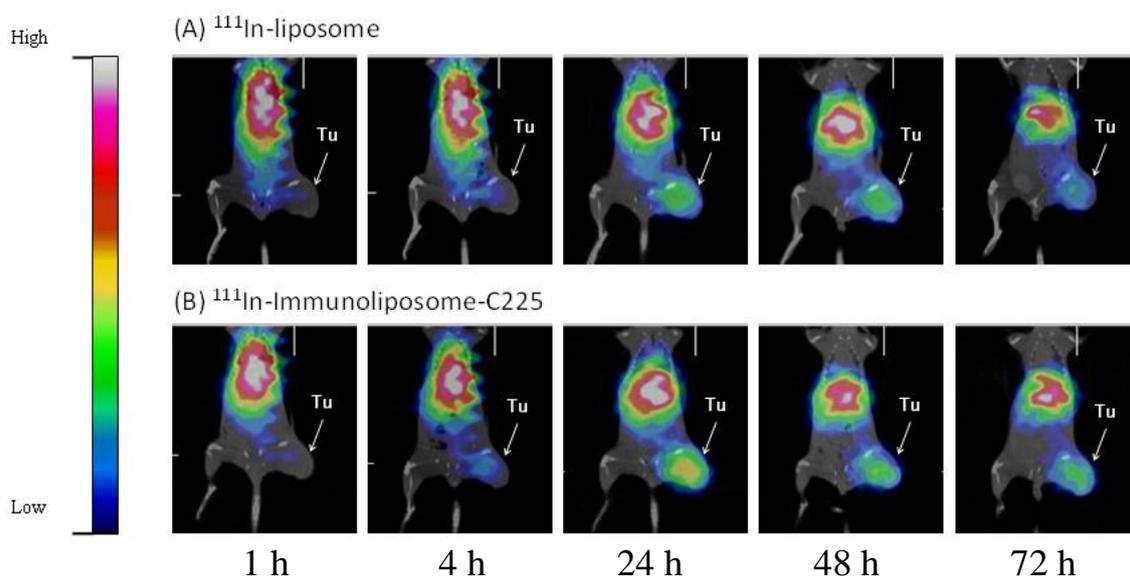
奈米被動藥物 In-111-liposome (A) 及奈米主動藥物 In-111-immunoliposome-C225 (B)在人類肺癌細胞株 NCI-H292 的小鼠腫瘤模式之 microSPECT/CT 影像，顯示在給藥 24-72 小時後，腫瘤皆有明顯的吸收。
